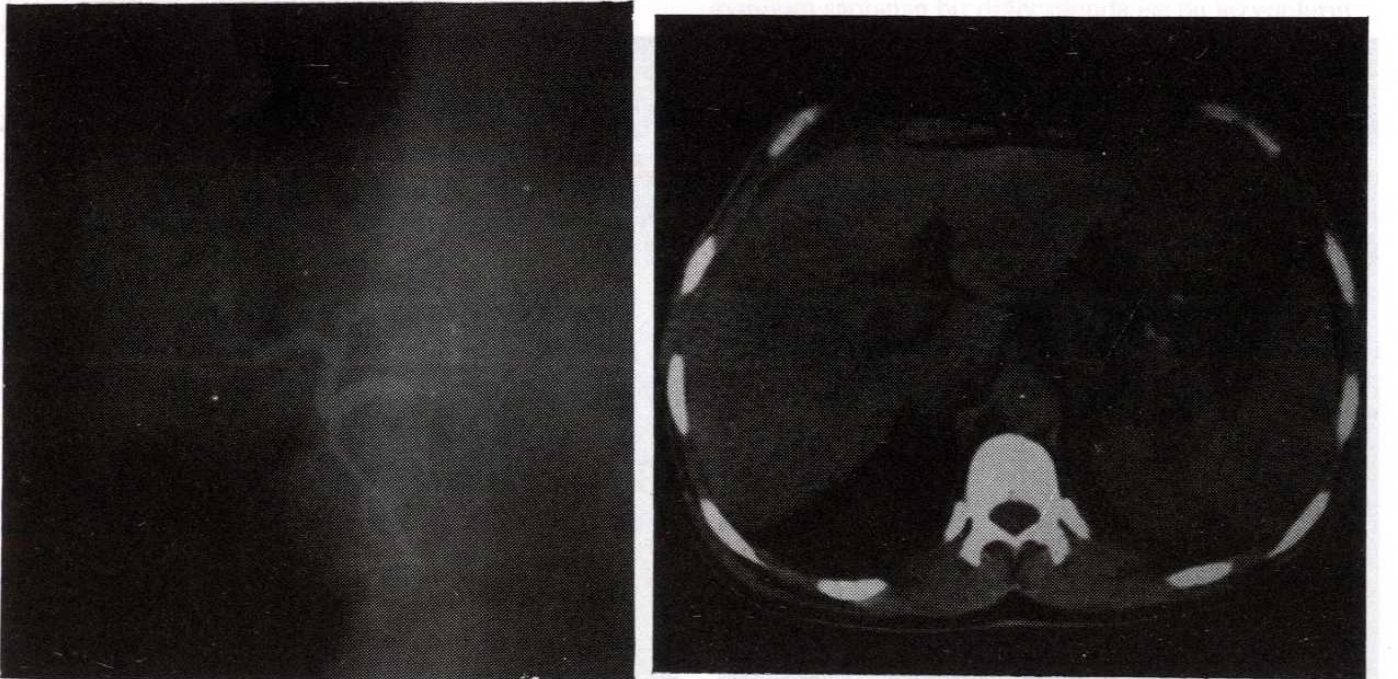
Ultrasonografide sağ lobda hiperekojen, hemanjionila uyumlu benign kitle saptanan hastanın: a) anjiografinde venöz göllenmeler ve vasküler yapılarda yayılma, b) IV kontrast sonrası CT incelemede periferden merkeze doğru lezyonun boyanması. Hepatik arter SMA 'den çıkmaktadır. Tanı: Hemanjiom.
